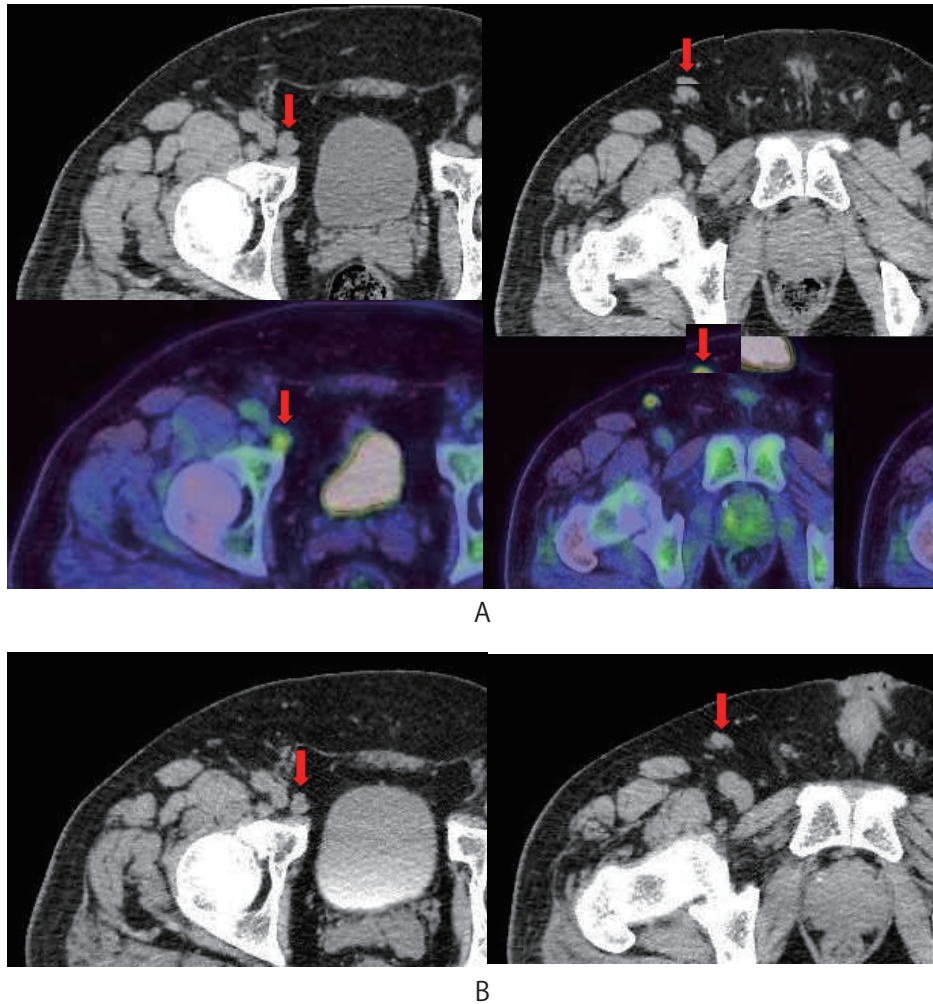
CT and ¹⁸F-FDG-PET before (3A) /after (3B) chemotherapy show right external iliac and inguinal lymph-node swelling.
